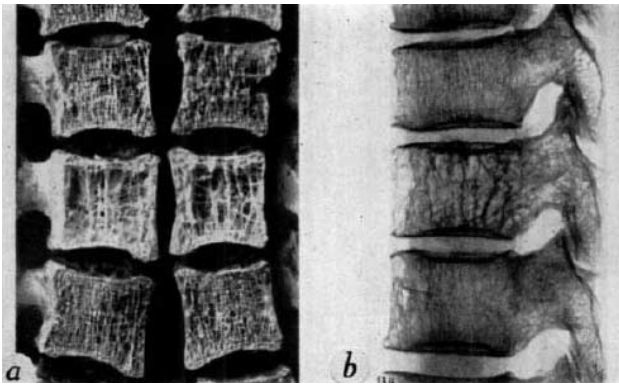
Анатомический препарат тела позвонка, пораженного гемангиомой, и рентгенограмма препарата. Из статьи Ghormley R.K., Adson A.W. *Hemangioma of vertebrae* // *J. Bone Joint Surg. Am.* 1941. V. 23. P. 887–895.
